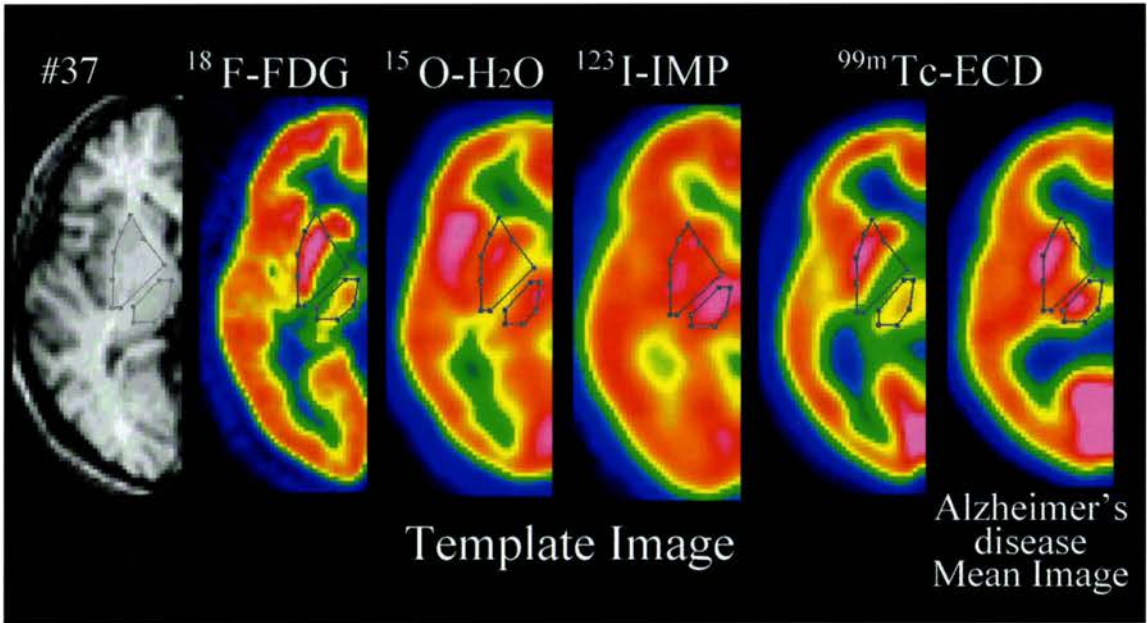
18F-FDGと15O-H2Oのtemplate画像での被殻外側が、ROI輪郭と良好に一致しているのに対し、123I-IMPや99mTc-ECD SPECT画像ではROI輪郭との間にズレを生じている。
